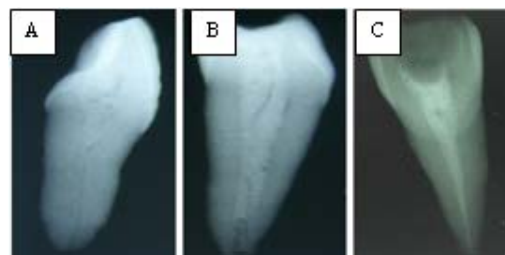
The radiographic visibility of filled tooth with different contents of developer
